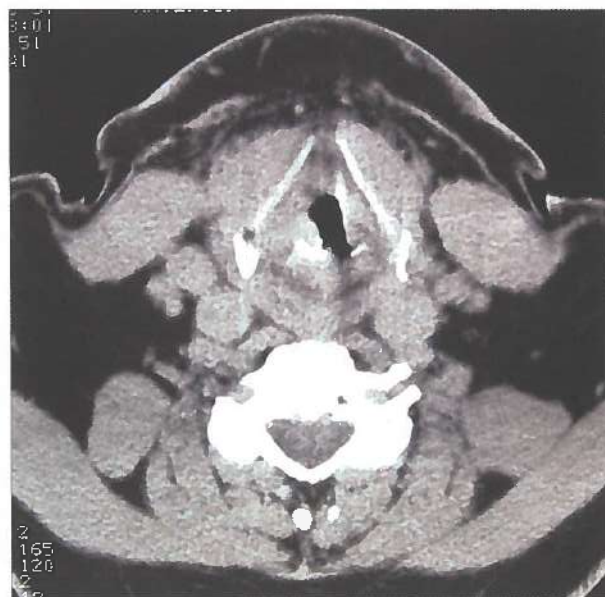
>> TAC de tumoración glótica de cuerda vocal izquierda.
